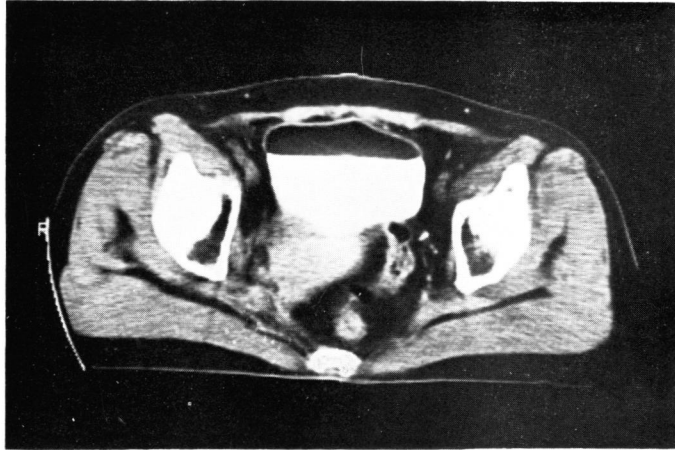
A. Computerized transaxial tomography shows retrovesical mass before chemotherapy.
